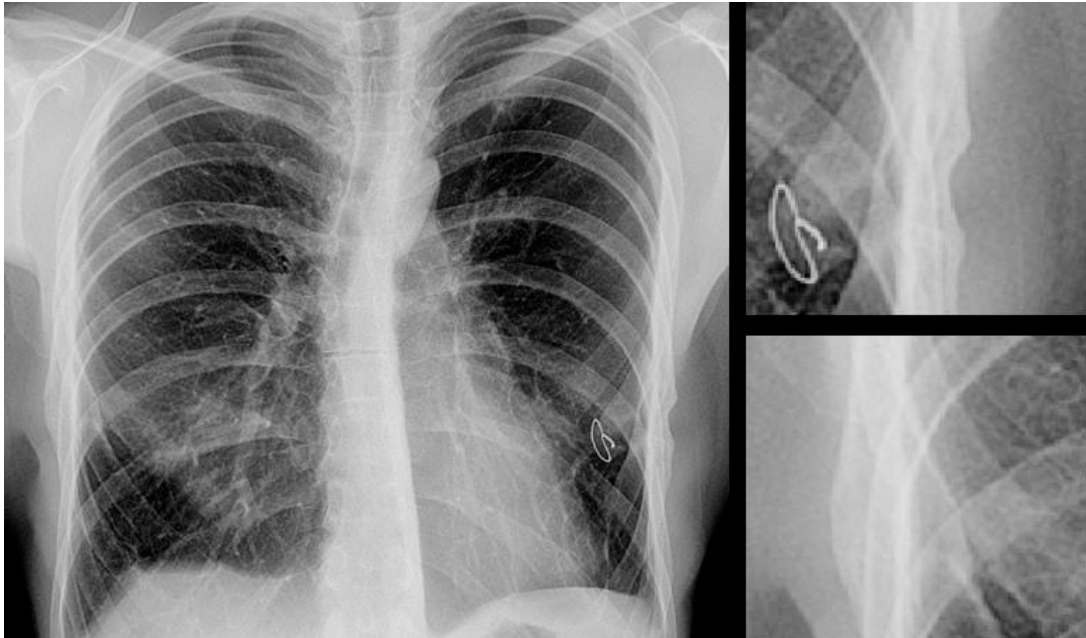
Radiografia após remoção da placa, mostrando obliteração do trajecto completa à direita e parcial à esquerda.
